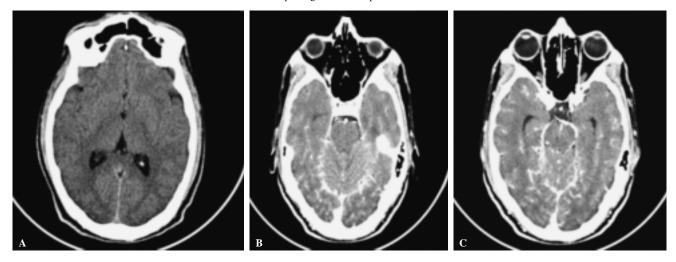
Tomografía computada de cráneo. (A) Fase simple con edema discreto generalizado. (B y C) Fase contrastada con el mismo edema con aumento del reforzamiento del medio de contraste.
